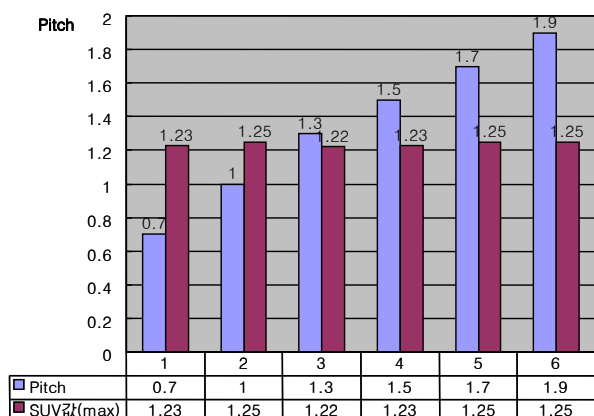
Pitch에 따른 SUV Max값의 변화.
